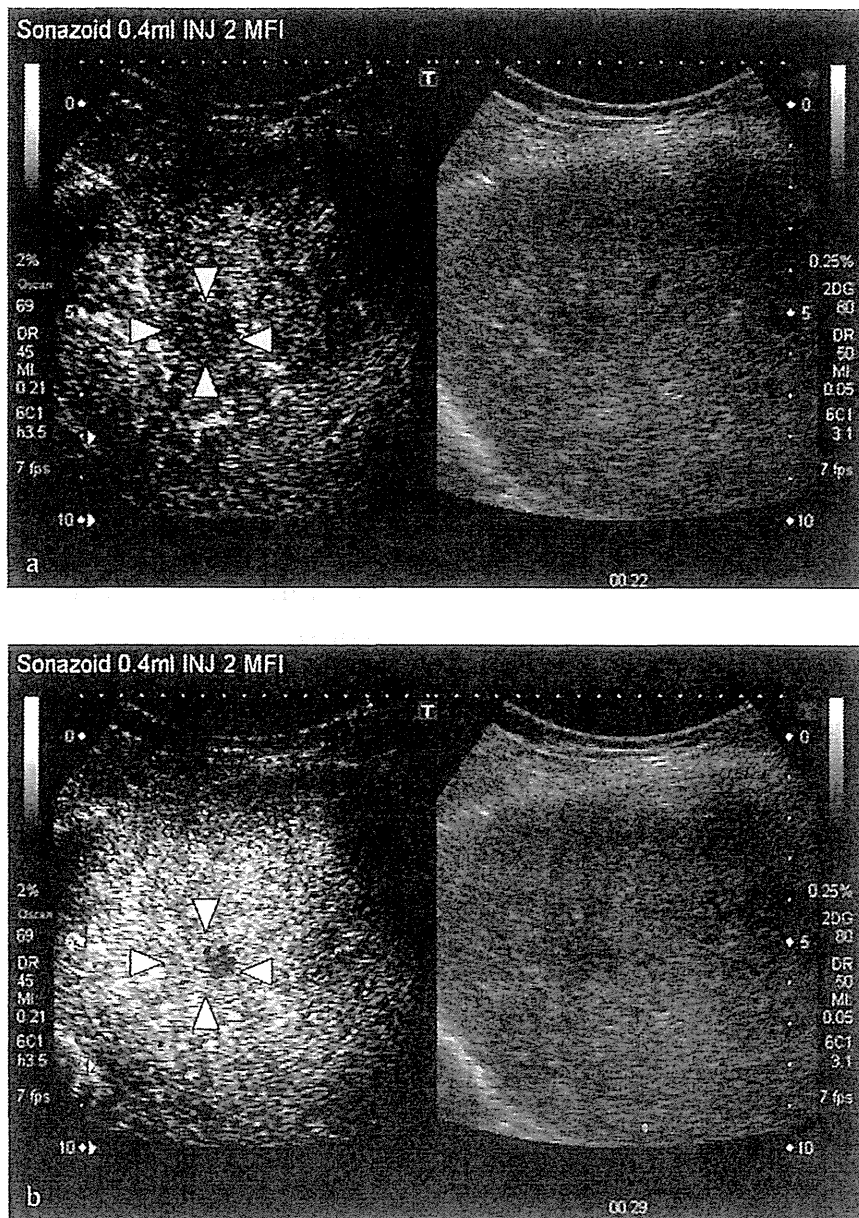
a Sonazoid images of a 1.5 cm sized, poorly demarcated low-echoic nodule. The images were obtained by low acoustic power B-mode ultrasonography in the monitor mode (right panel) and low acoustic power B-mode ultrasonography in the harmonic mode (left panel). The number of arteries visualised in the tumour (arrowhead) is reduced in the arterial phase imaged 22s after intravenous injection of 0.4 mL of Sonazoid. b Image in the portal venous phase obtained 29s after intravenous injection of Sonazoid in the same patient. Portal venous blood flow shows iso-signal intensity (equivalent to that of the surrounding liver) in most part of the tumour, and a borderline lesion was suspected; however, the tumour also contains nodules partially lacking in portal venous blood flow; biopsy of this area showed well-differentiated HCC.
